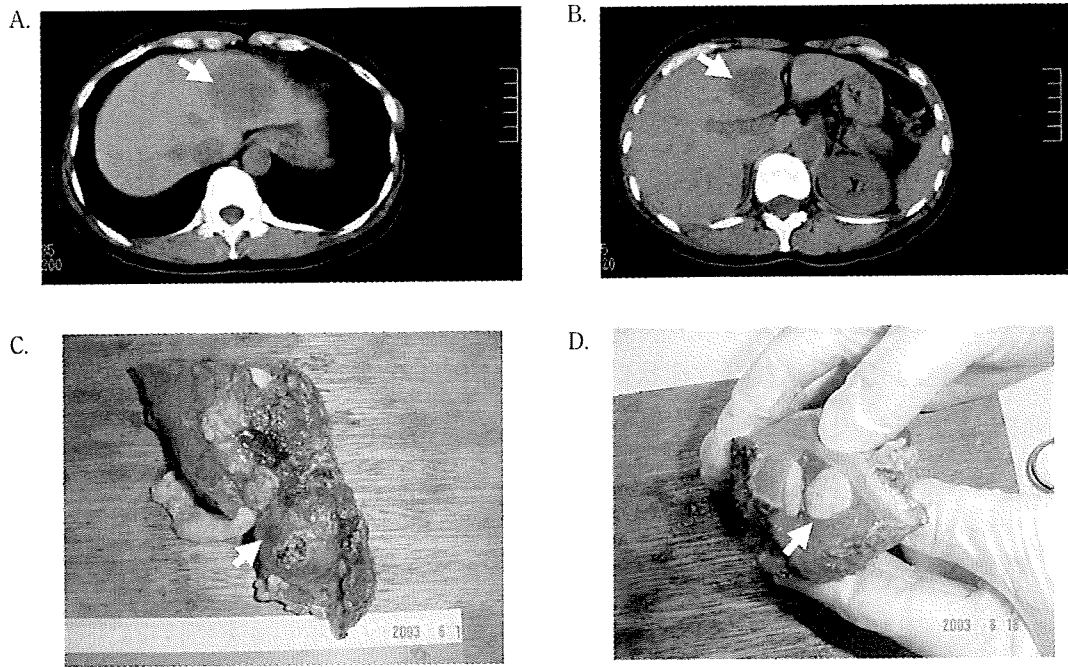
平成15年の腹部単純CT像 (A,B) と摘出肝左葉の肉眼像 (C,D)
